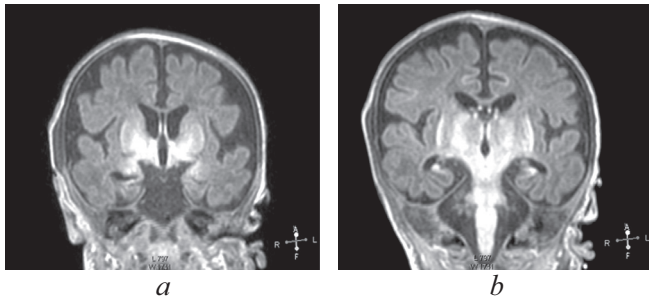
Магнитно-резонансная томограмма головного мозга пациента, фронтальный срез: *a* – на уровне базальных ганглиев; *b* – с визуализацией гиппокампов
